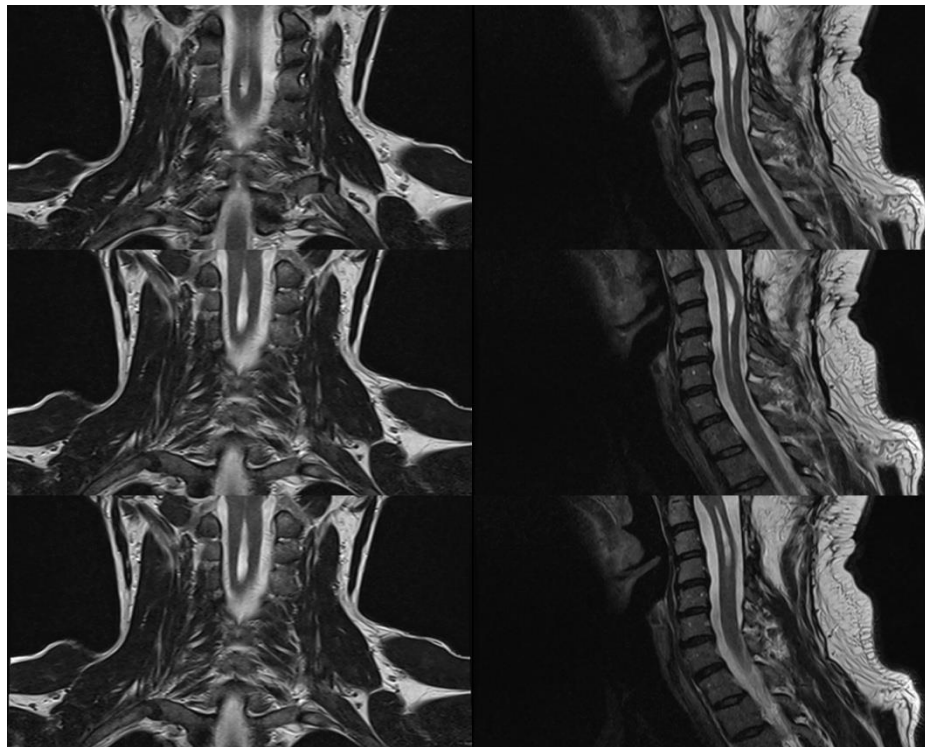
Снимки МРТ шейного отдела позвоночника в коронарной и саггитальной проекциях, сирингомиелия на урочней С3, С4
